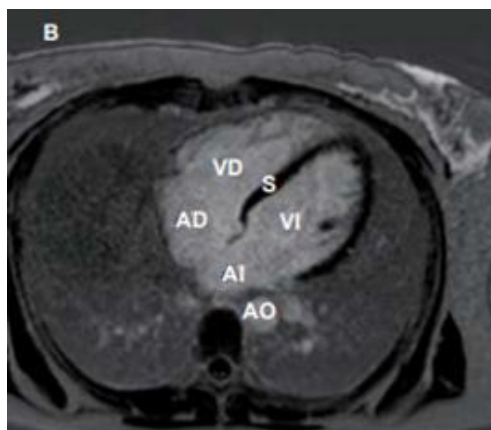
Corte de RM cardíaca en plano cuatro cámaras, donde podemos visualizar la aurícula derecha (AD), el ventrículo derecho (VD), la aurícula izquierda (AI) y el ventrículo izquierdo (VI), además del septo interventricular (S) y de la aorta (AO) (18).
